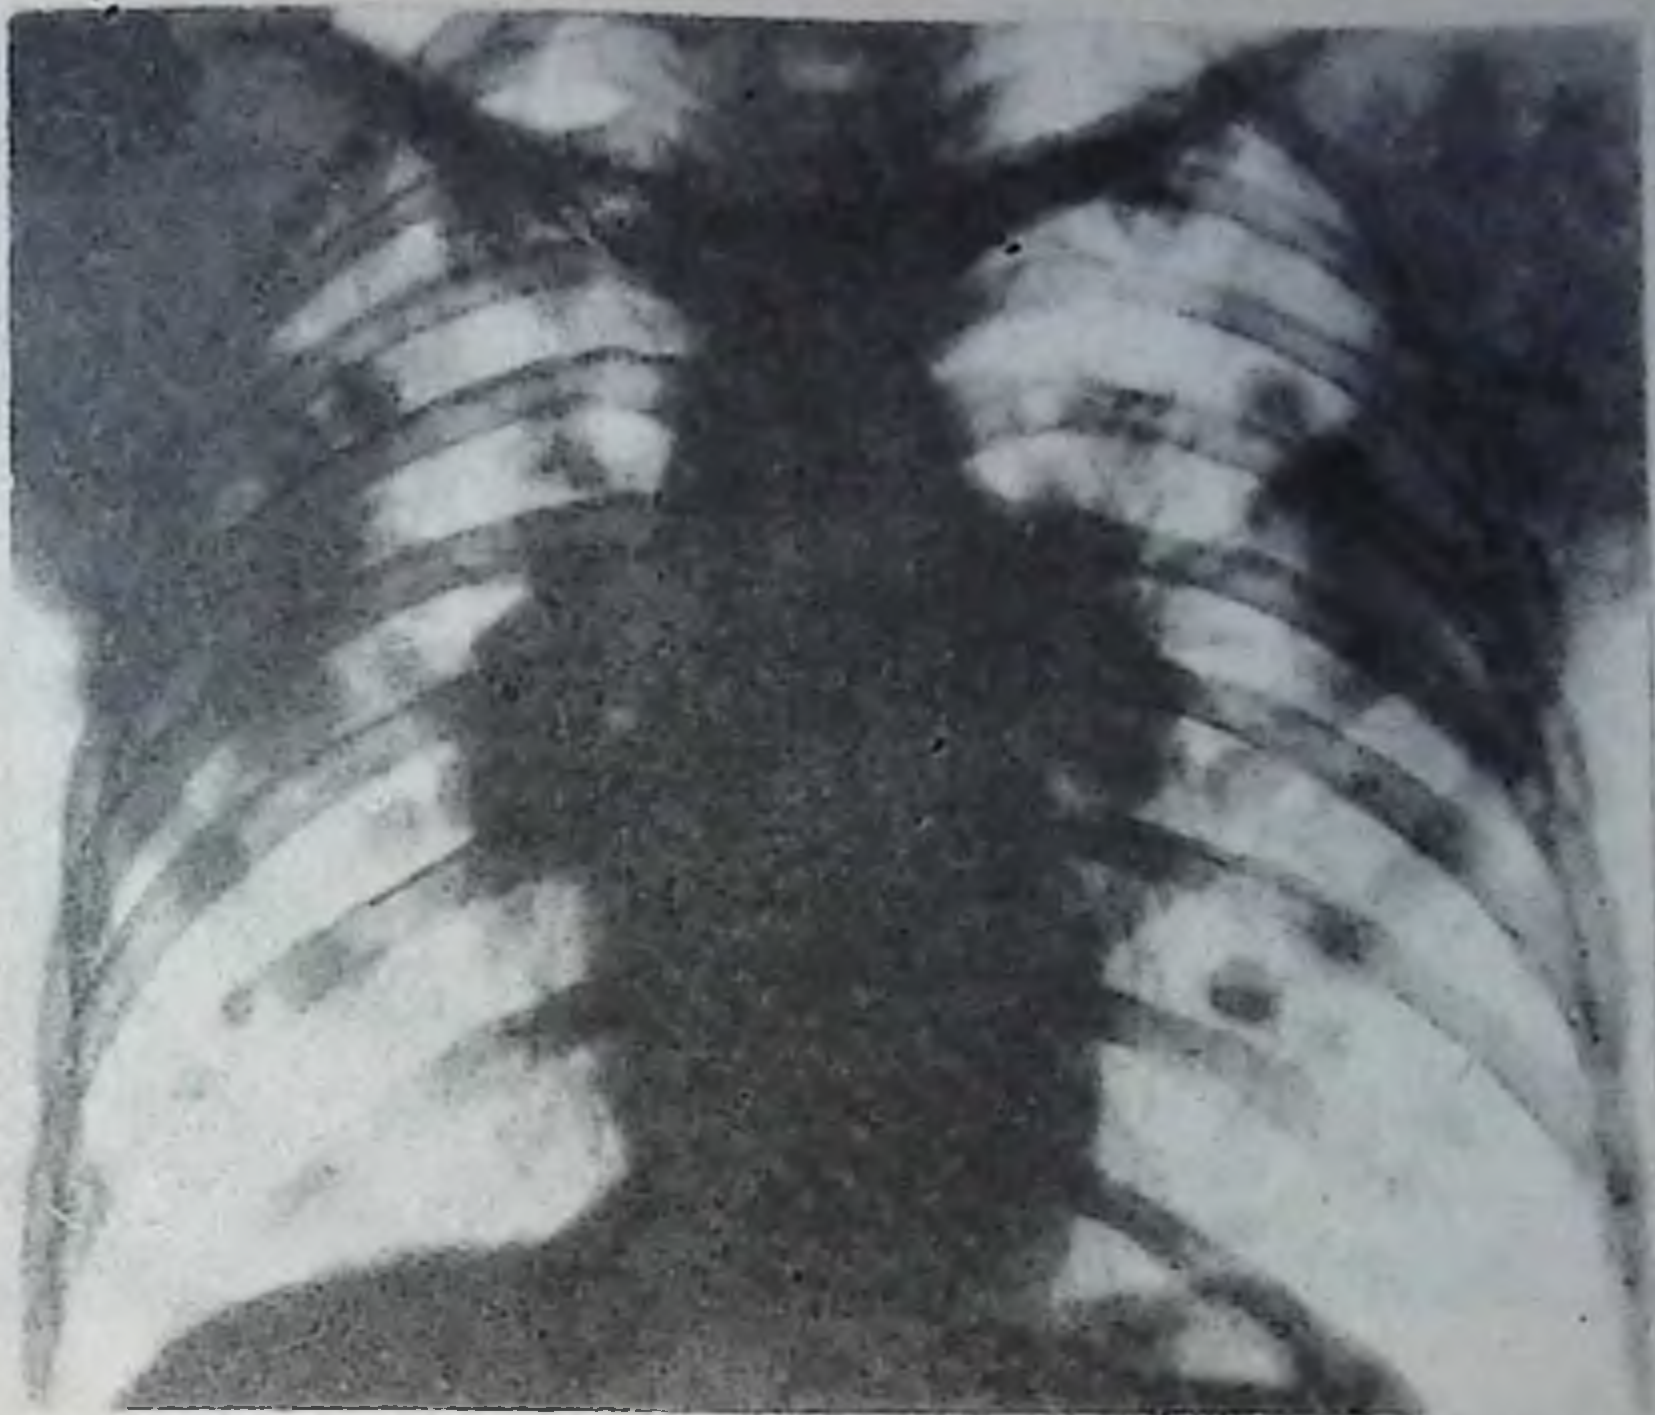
Рентгенограмма грудной клетки в прямой проекции. В легких множество округлых затемнений слабой интенсивности, различных размеров. Корни легких расширены и увеличены в размерах. Ведущий синдром — патология корня. Медиастинальный рак с метастазом в легкие.
